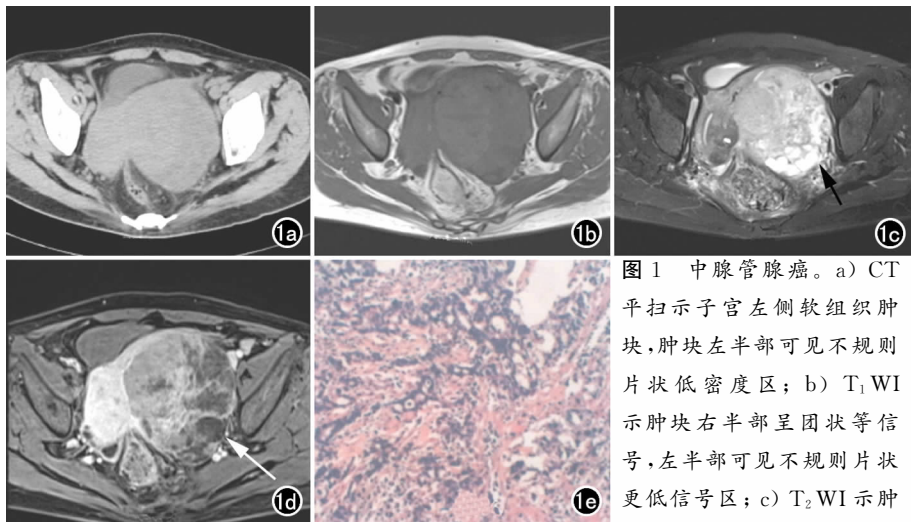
中腺管腺癌。a) CT 平扫示子宫左侧软组织肿块, 肿块左半部可见不规则片状低密度区; b) T₁WI 示肿块右半部呈团块等信号, 左半部可见不规则片状更低信号区; c) T₂WI 示肿
